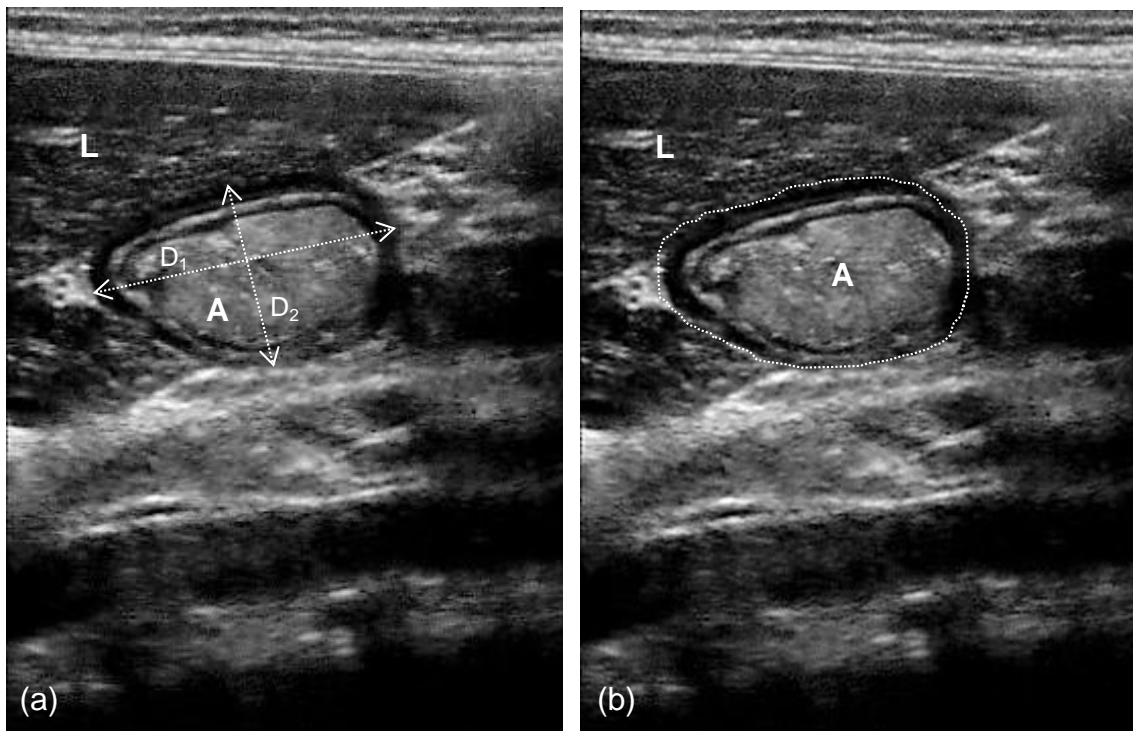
Sonographische Messung der Magenantrumquerschnittsfläche
